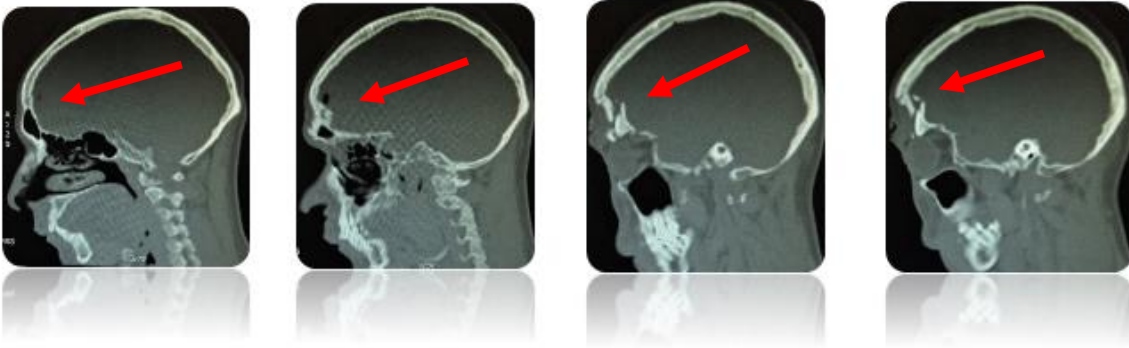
En la Tomografía Axial Computarizada observamos los trazos de fractura y los grados de desplazamiento que presentan.
